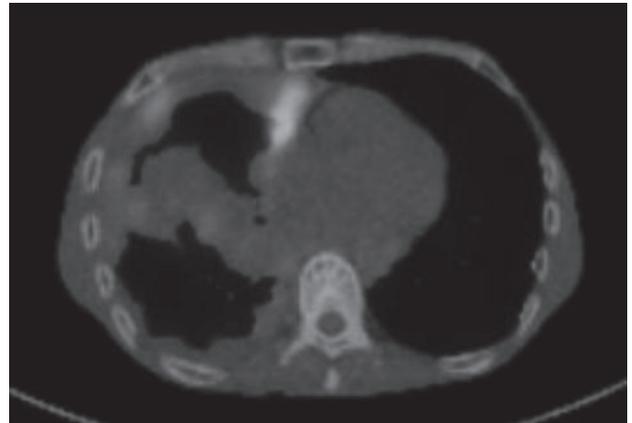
PET-CT. 肥厚した右胸膜の一部に FDG の集積を認めた. 腹部臓器やリンパ節への集積は認めなかった.
